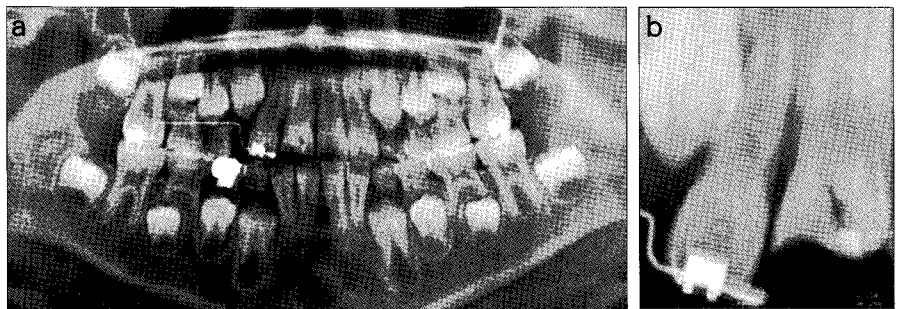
Radiographs at first visit. (a) Panorama view. (b) Periapical view.
